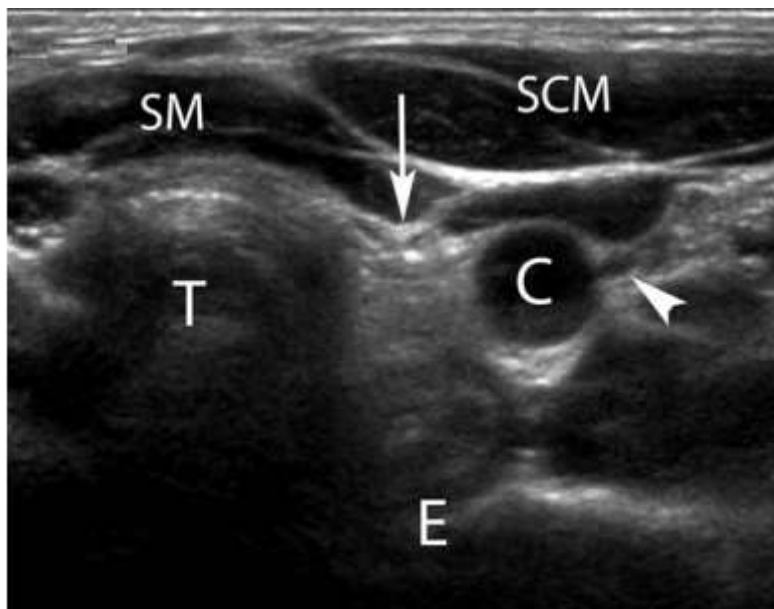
Aspect échographique normal du lit de thyroïdectomie : l'aspect échogène normal du lit de thyroïdectomie (flèche), situé latéralement à la trachée (T) et médial à l'artère carotide commune (C). SCM muscle sternocléidomastoïdien en avant et l'œsophage (E) en arrière. Le nerf vague visible dans la gaine carotidienne (pointe de flèche). (76)
